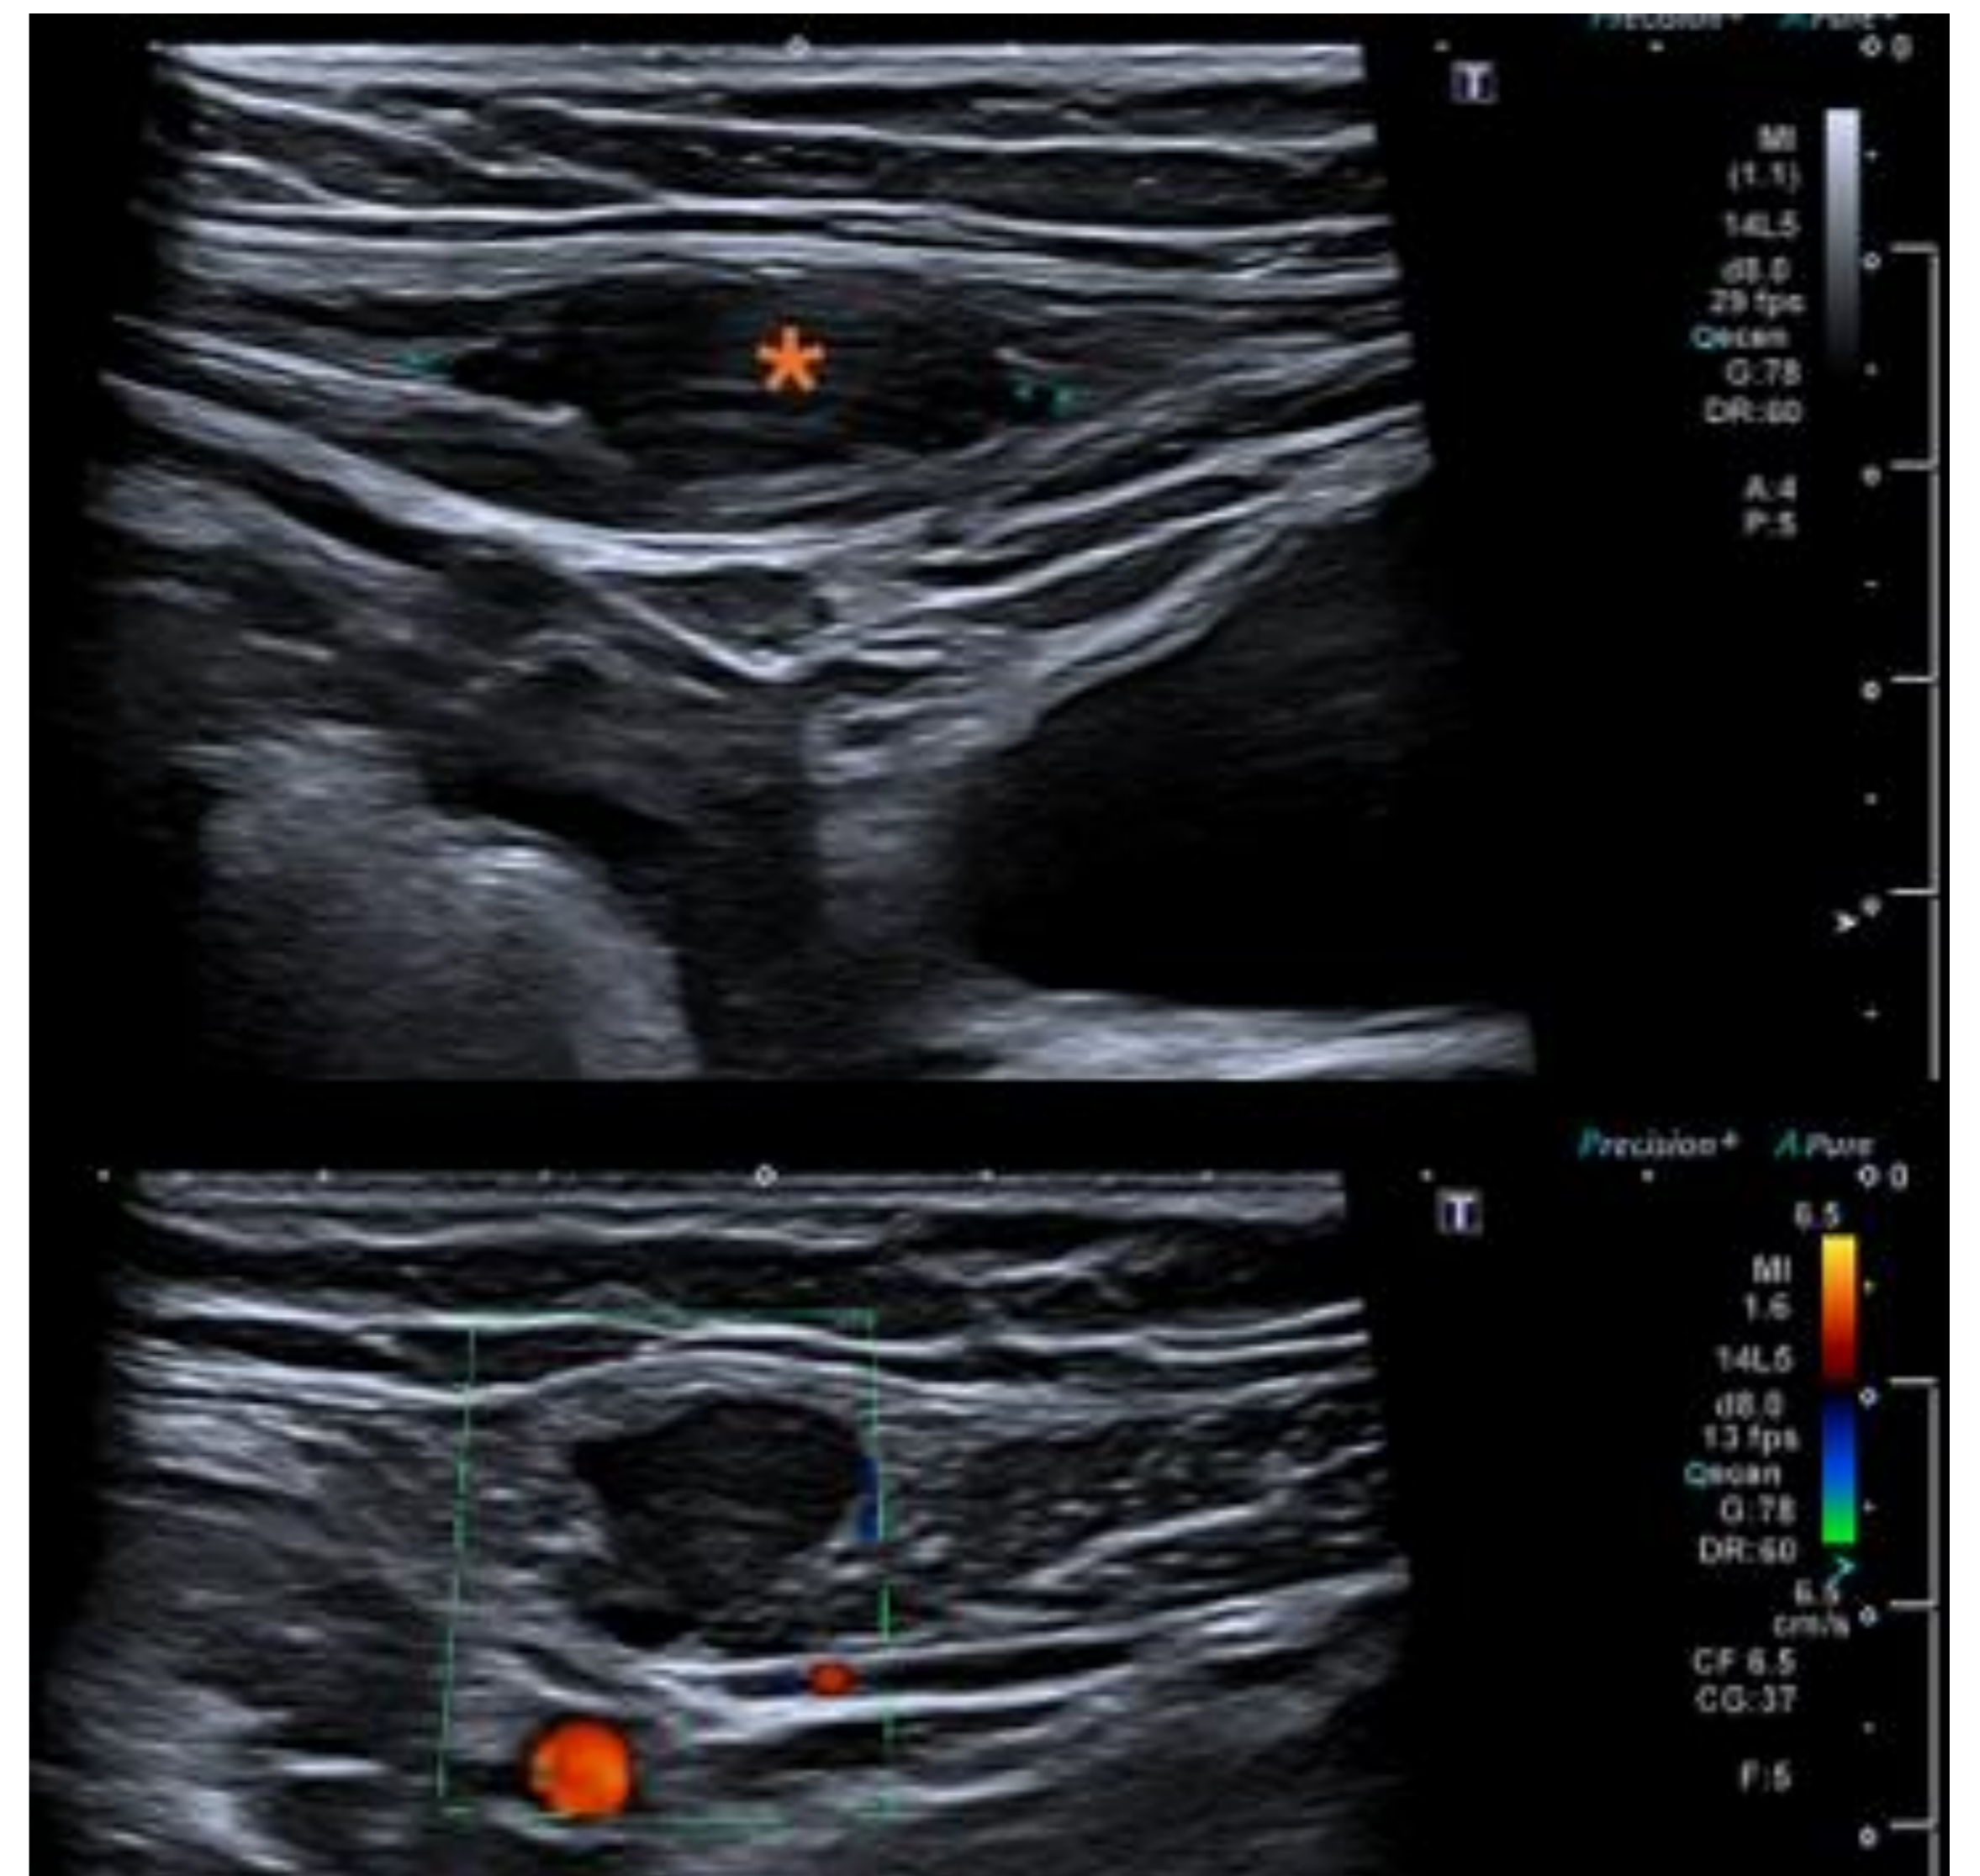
Ecografía: Colección de ecogenicidad heterogénea (asterisco), de predominio hipoecogénica, en el espesor del músculo recto abdominal derecho, compatible con hematoma del recto.
